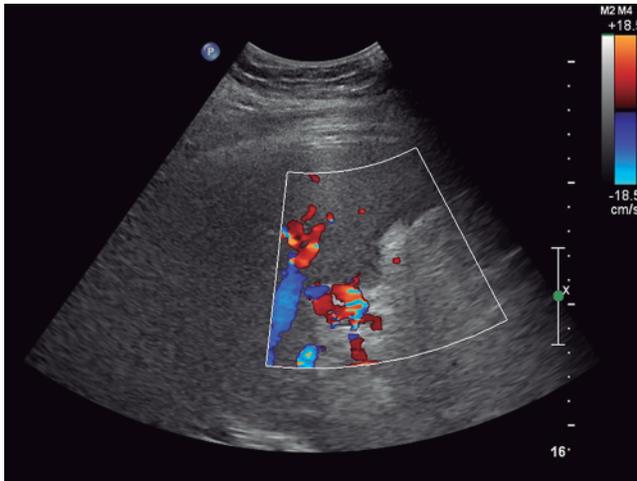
Ultrasonido de abdomen, con modalidad Doppler color, donde se observan múltiples vasos en el hilio hepático.
